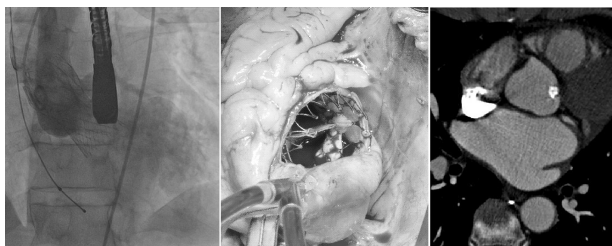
Izquierda: Imagen radioscópica de la prótesis CoreValve® con implantación baja con respecto al anillo aórtico. Centro: Se evidencia el explante quirúrgico de la prótesis. Derecha: Angiotomografía que muestra el grado de calcificación del anillo aórtico.
